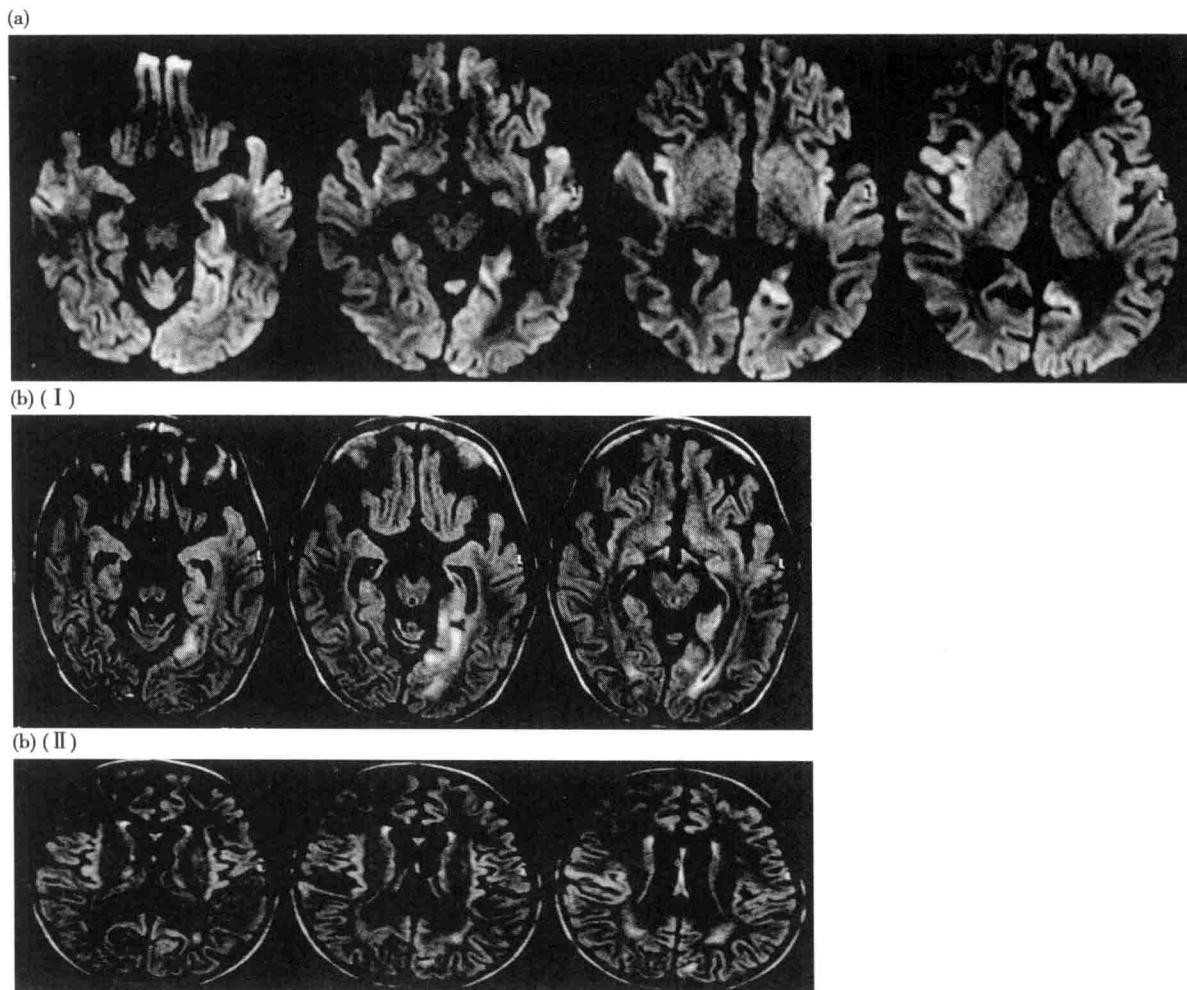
脑MRI轴位图像DWI(a)和FLAIR(b):左侧颞-枕部亚急性缺血病灶、广泛性皮质和皮质下轻度萎缩
